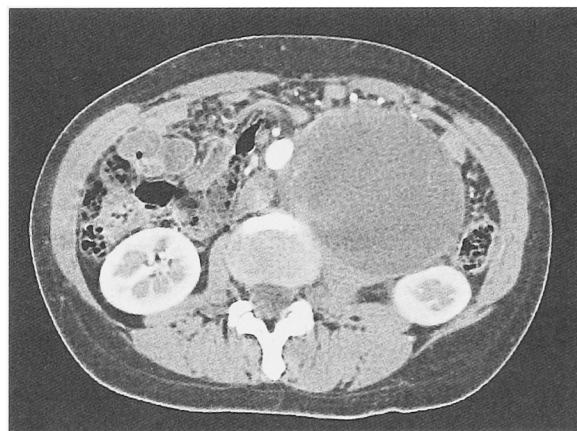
Enhanced abdominal CT revealed a retroperitoneal tumor, which is not enhanced, but whose peripheral portion is enhanced.
